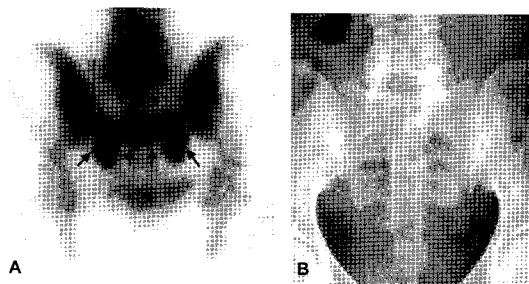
Sacral insufficiency fracture. There is H-shaped increased uptake in sacrum(arrow), suggesting typical Honda sign in an insufficiency fracture (A). There is no definite fracture line on planar X-ray film (B).
